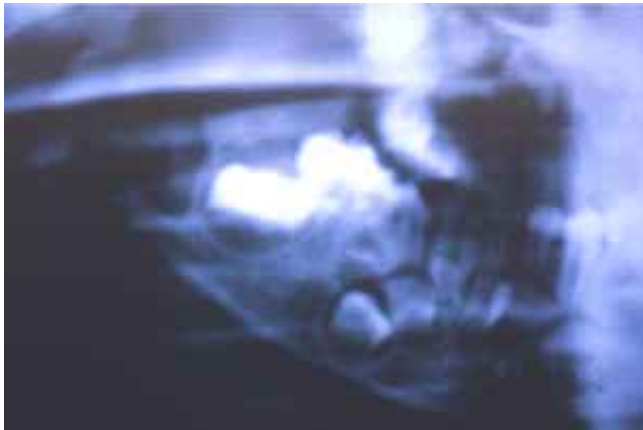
Radiografía con ausencia de rama y cóndilo derecho.
